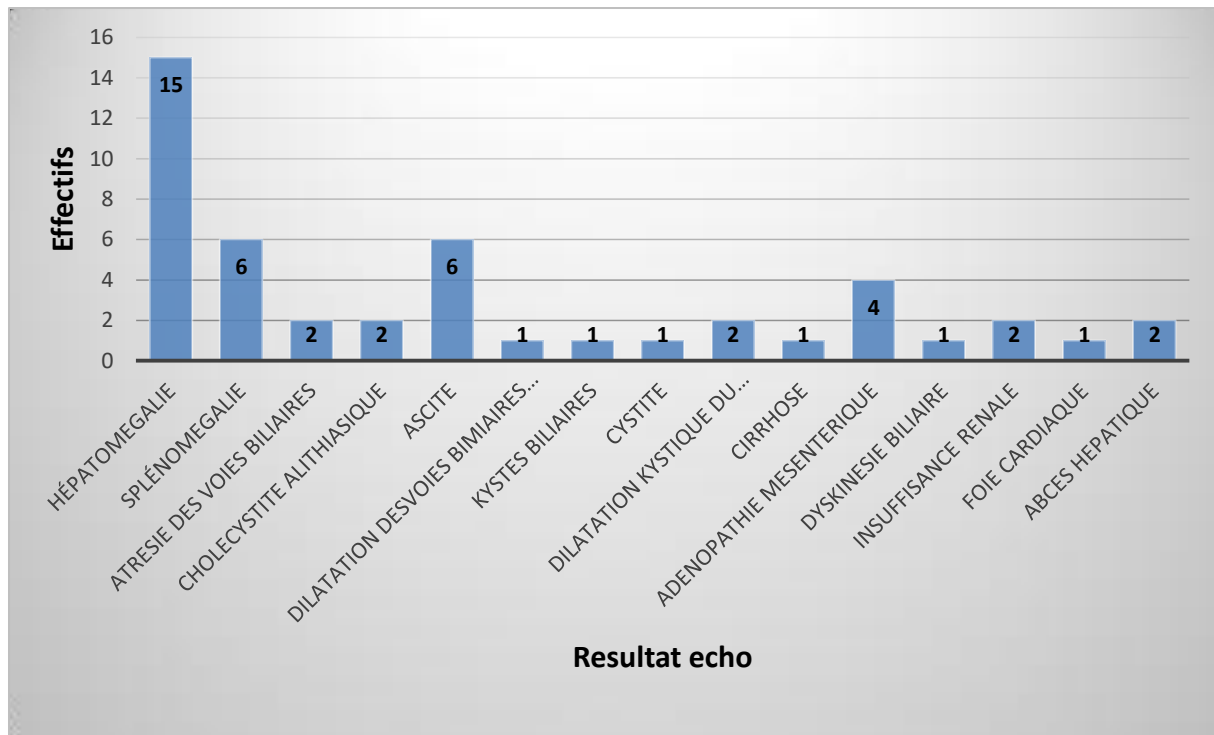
Fréquence des signes échographiques
